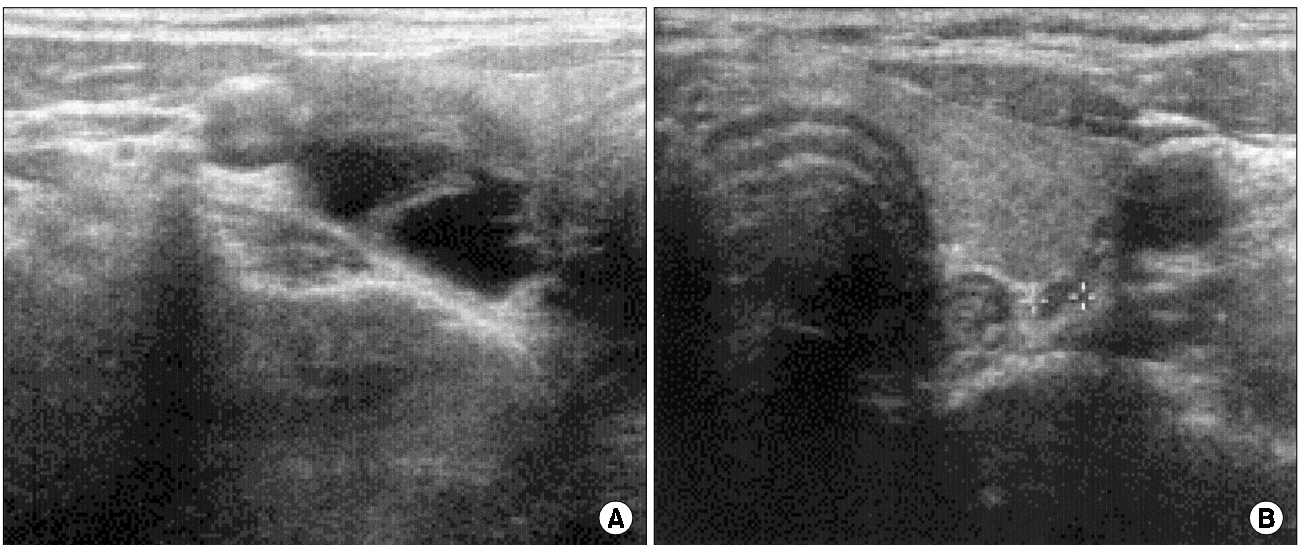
Ultrasonography of the neck showing a 2.1×1.3×2.8 cm-sized septated hypoechoic nodule with internal echogenic portion in the right thyroid gland (A) and a nodule in the bed of the middle portion of the left thyroid gland (B).
